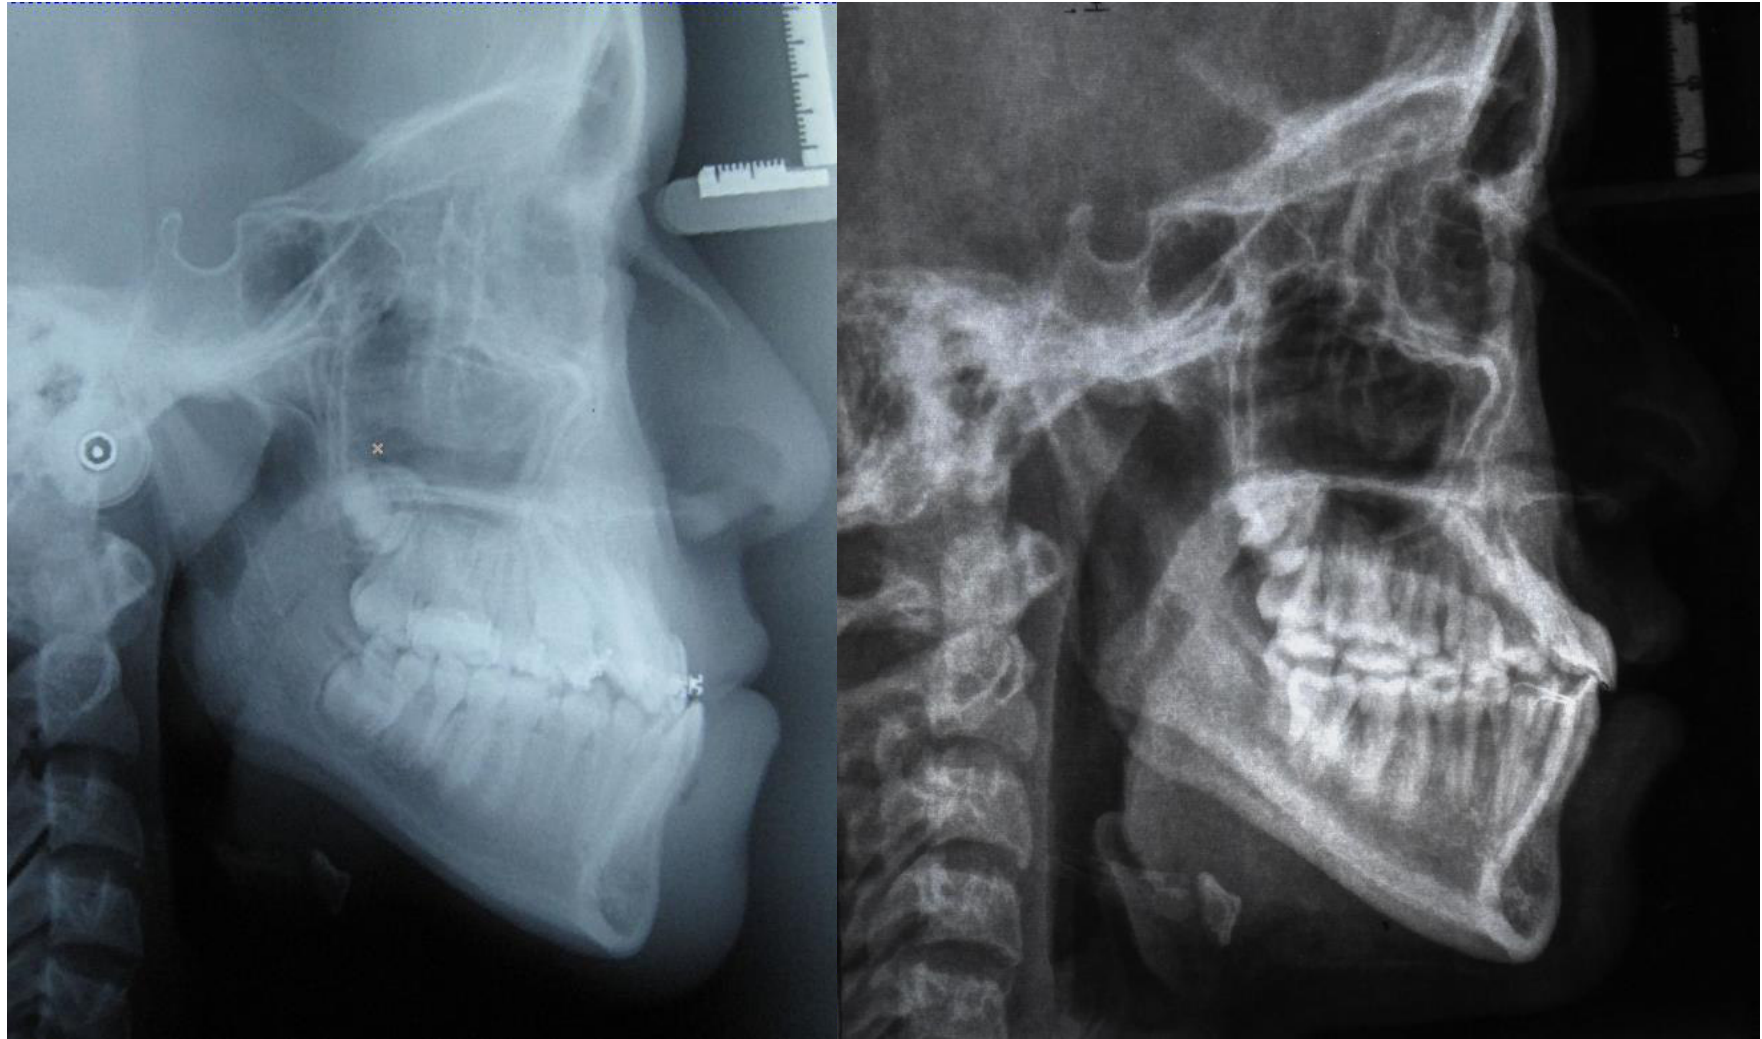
Radiografías Cefalométricas Laterales inicial y final.
